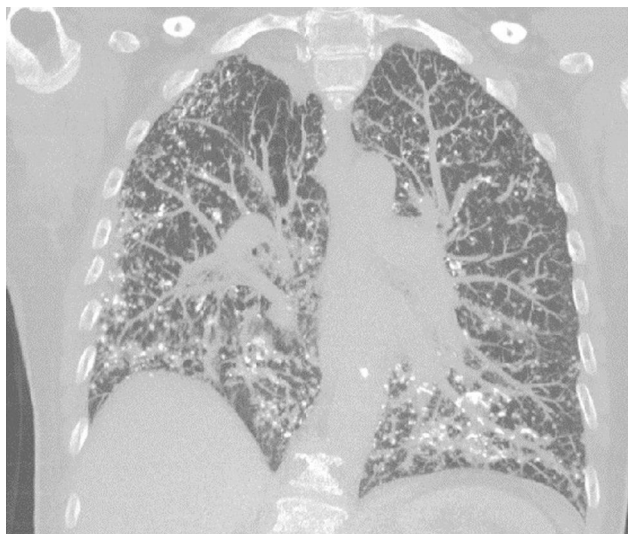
TAC alta resolución de tórax, corte coronal: infiltrado reticulonodular difuso, con calcificaciones en algunas de las lesiones.
